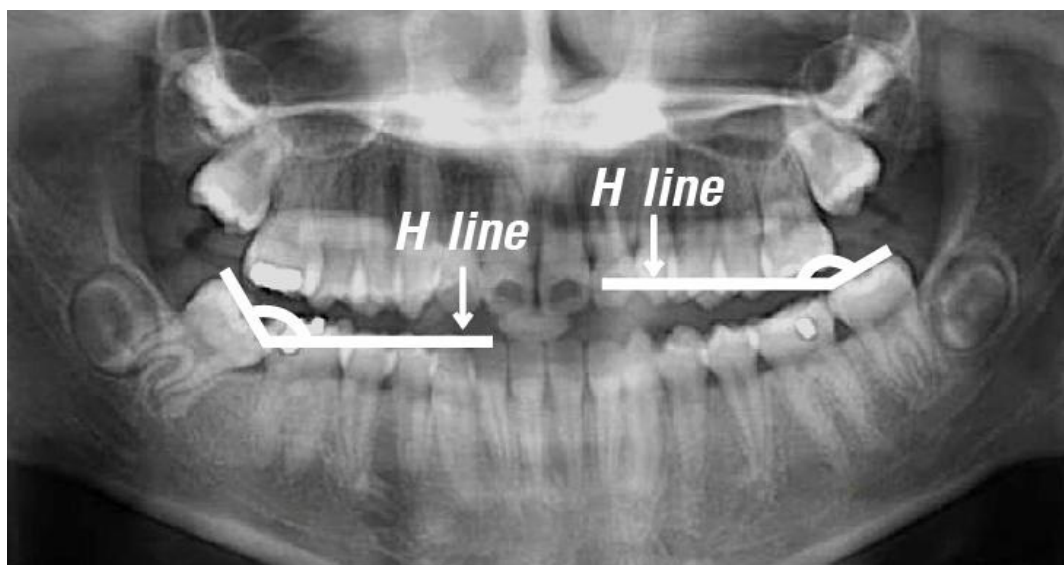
Occlusal inclination measurement from a panoramic radiograph. (H line = Horizontal reference line)
